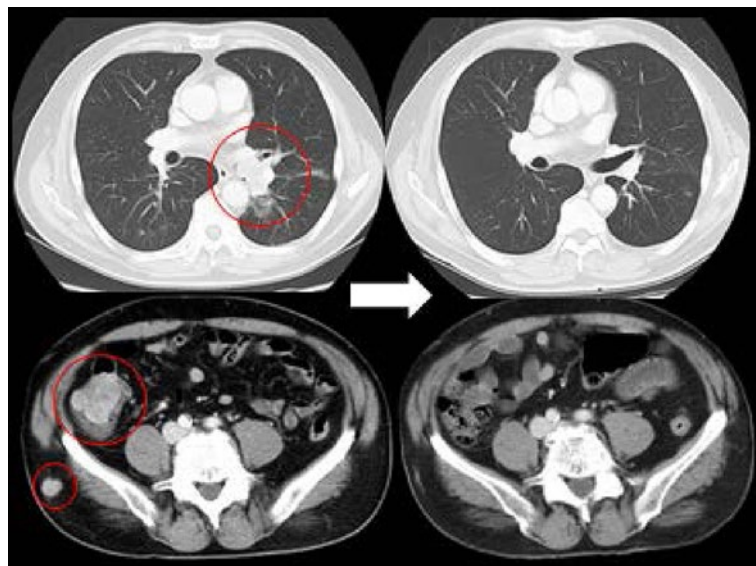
治療開始前とAIM療法4コース後の全身造影CTの比較. 左気管支内腔に突出する腫瘤影を認め、そのほか肝臓、回腸、上行結腸、皮下に多発する腫瘤を認める. 治療後にすべての病変の縮小を認める.
